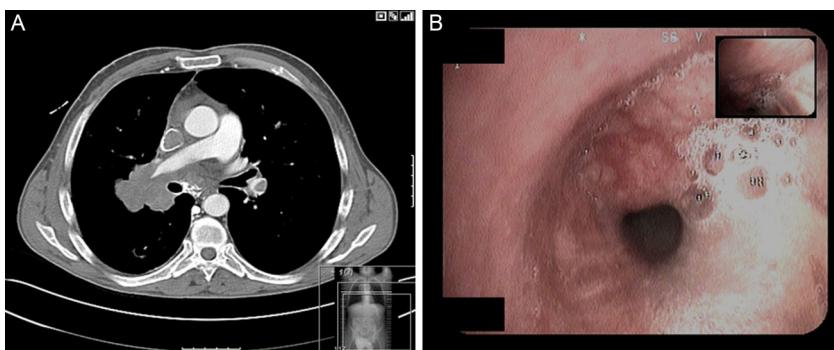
A) Corte de angio-TC que muestra masa hilario-mediastínica de aproximadamente 7 × 7,6 cm, con trombosis de la vena cava superior. B) Infiltración tumoral de la mucosa del bronquio del lóbulo medio por metástasis de seminoma.
